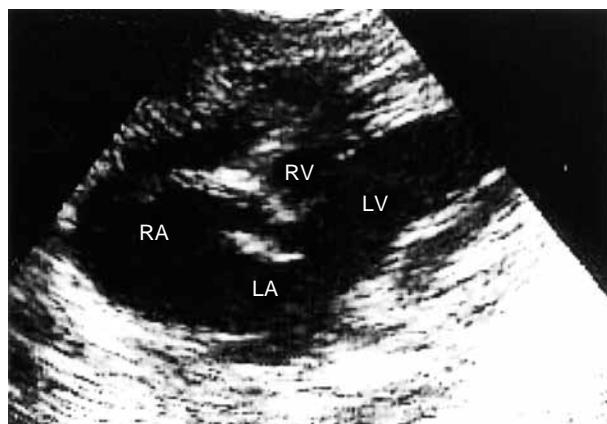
Echocardiography demonstrated right-sided atrioventricular valve atresia, ventricular septal defect, and hypoplastic right ventricle.
